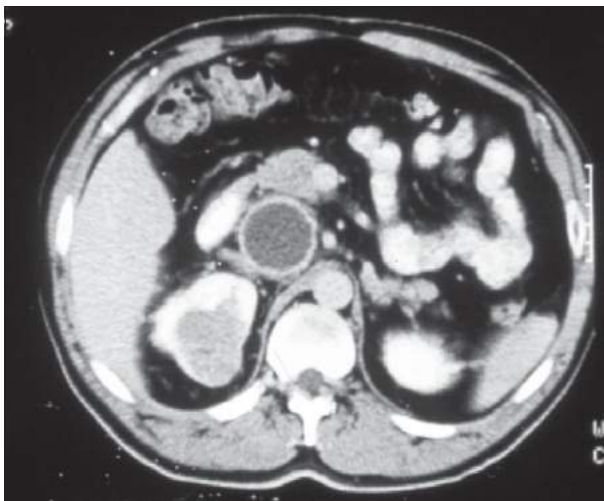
Tomografia: tumor renal invadindo a veia cava. (Permissão de Netto Jr. NR.)
